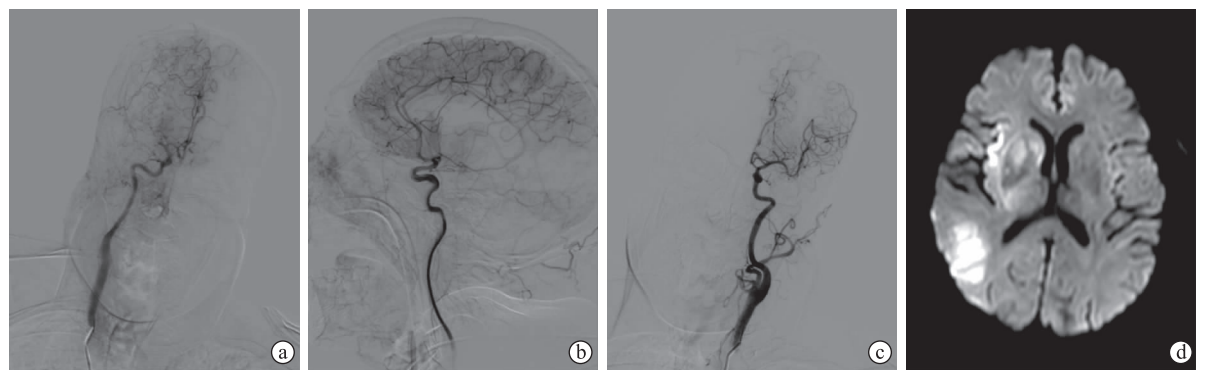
患者,男,75 岁,既往有“心房纤颤”病史,主因“左侧肢体无力 3 h”入院。NIHSS 评分为 17 分;ASTIN/SIR 评分为 1 分;90 d mRS 评分为 5 分。a 为 DSA 标准正位造影;b 为 DSA 标准侧位造影;c 为 DSA 健侧正位造影;d 为 DWI 示右侧大脑中动脉供血区域多发弥散受限
